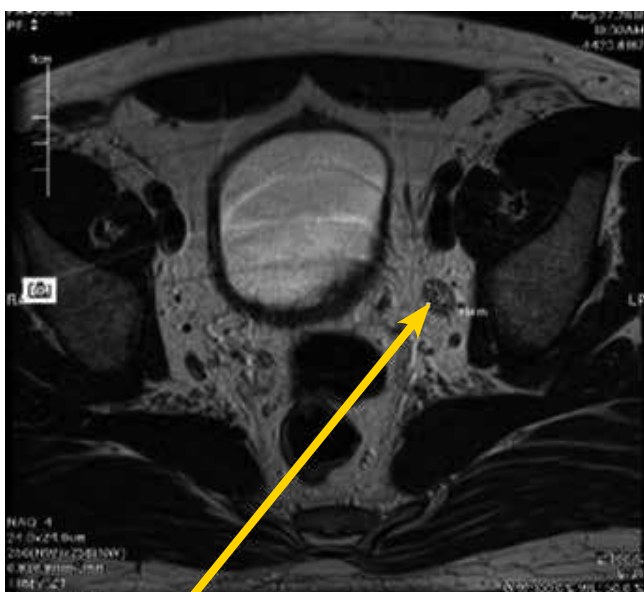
МРТ. Метастаз в подвздошный ЛУ слева. 27.08.2010 г.
